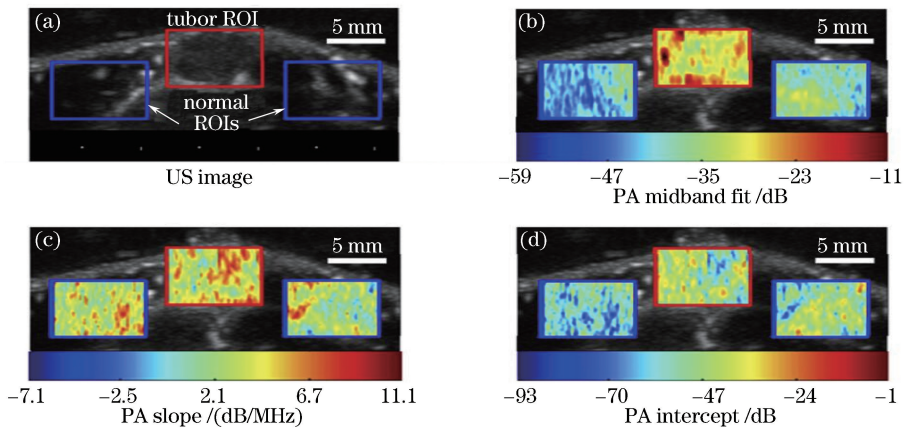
前列腺肿瘤的光声功率谱成像<sup>[100]</sup>。(a)肿瘤和正常组织在感兴趣区域的超声成像;(b) PA 图像与超声图像叠加后的中频带拟合结果;(c) PA 图像与超声图像叠加后的斜率;(d) PA 图像与超声图像叠加后的截距
